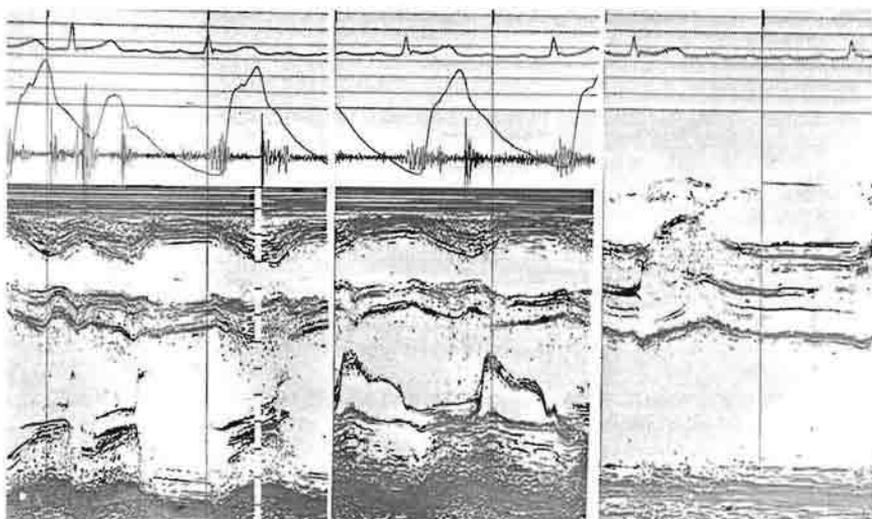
Ecocardiograma modo M de una estenosis mitral. Valvas engrosadas; la valva posterior no se opone a la anterior durante la sístole, la pendiente diastólica está aplanada. A la derecha de la imagen, la aorta (arriba) es normal y la aurícula izquierda (abajo) muy dilatada. En la parte superior de la figura, fonocardiograma: arrastre diastólico con refuerzo presistólico.
